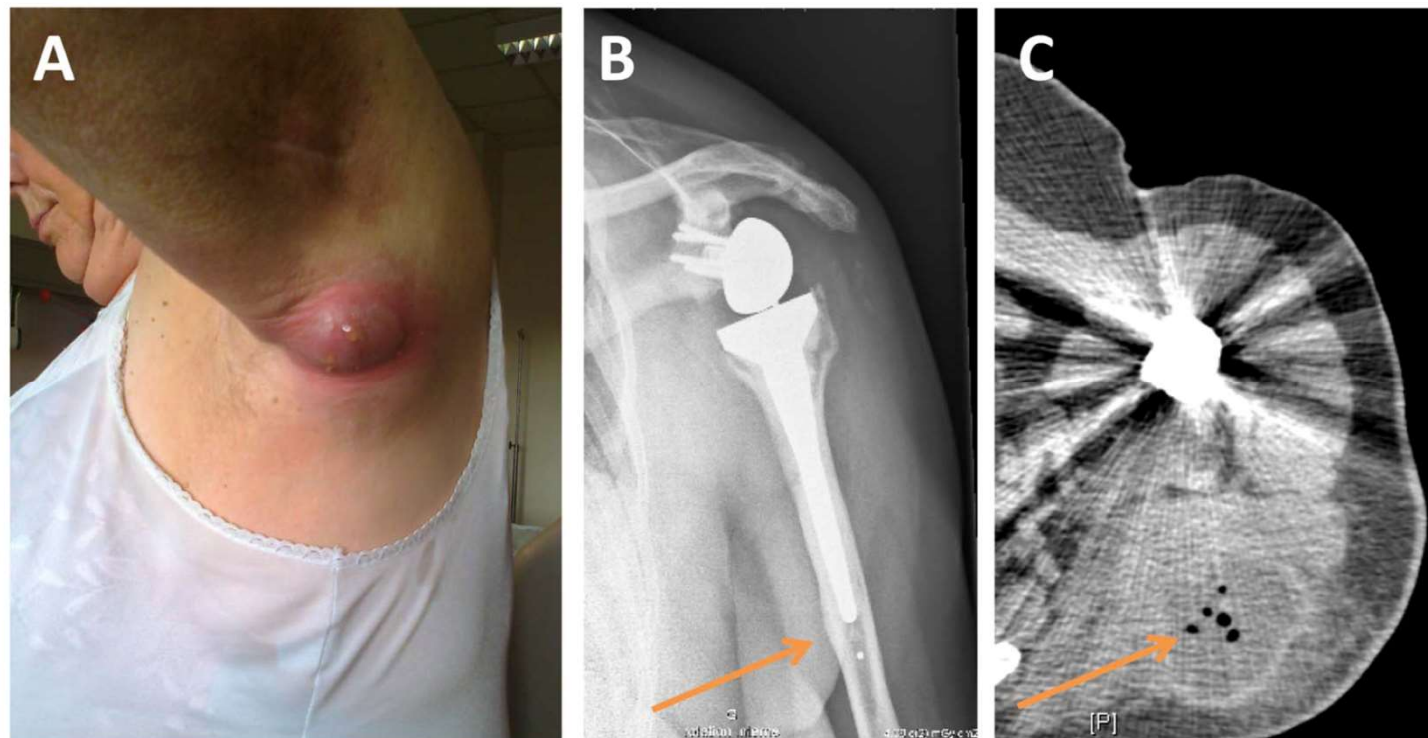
Clinical aspect of the large abscess (A) with distal cortical thickening on X-ray (arrow, B) and gas on CT scan (arrow, C).
